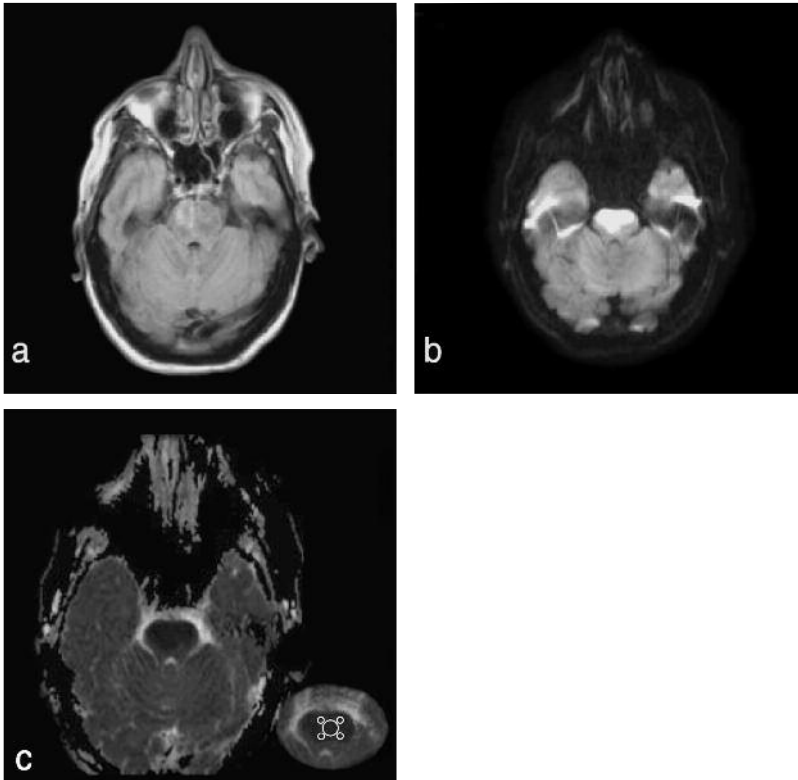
Esame RM eseguito a 24 ore dall'insorgenza della sintomatologia e primo bolo di Alteplase.
